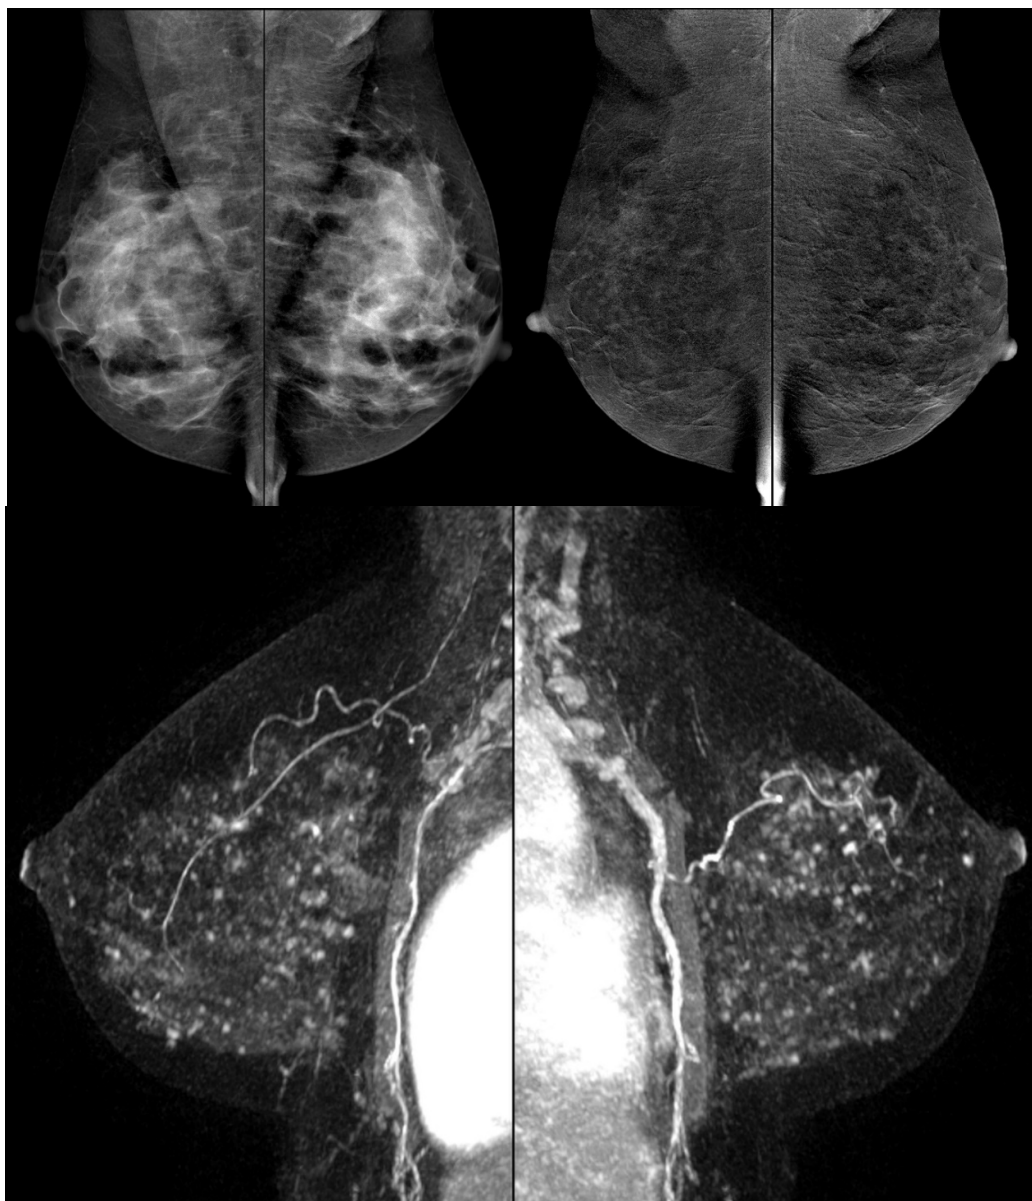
Rastreamento alto risco. História familiar de CA de ovário e de mama com mamas densas. MGMC na incidência MLO. Mamas densas com acentuado realce de fundo sem achados de suspeição, semelhante à RM.
